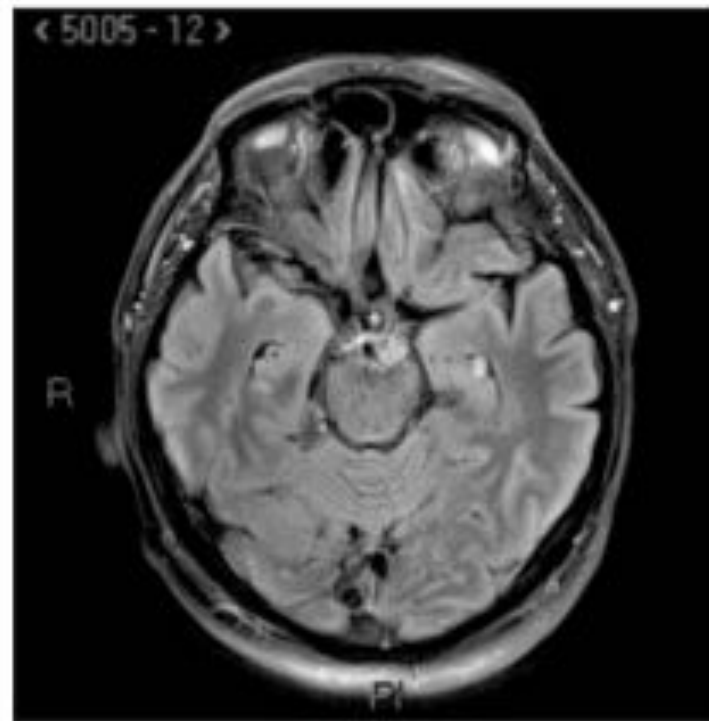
МРТ в режиме T2.
